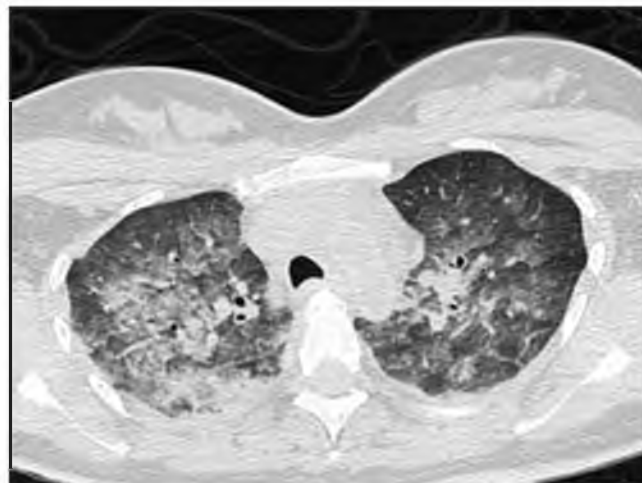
Посмертная нативная МСКТ грудной клетки через 1,5 ч. после смерти. Смерть в результате эмболии околоплодными водами. Аксиальный срез, легочное окно [7]. Дифференциальный диагноз отека легких (в данном случае) с трупными гипостазами. При отеке легких отсутствуют гомогенные участки «матового стекла» в нижележащих отделах легких с демаркационной линией, как в случаях гипостаза.
